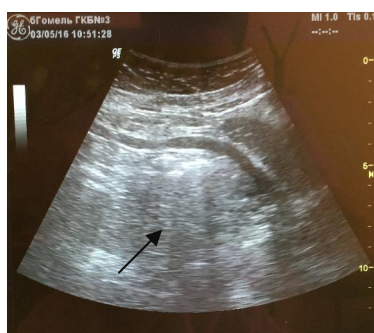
УЗИ брюшной полости:
